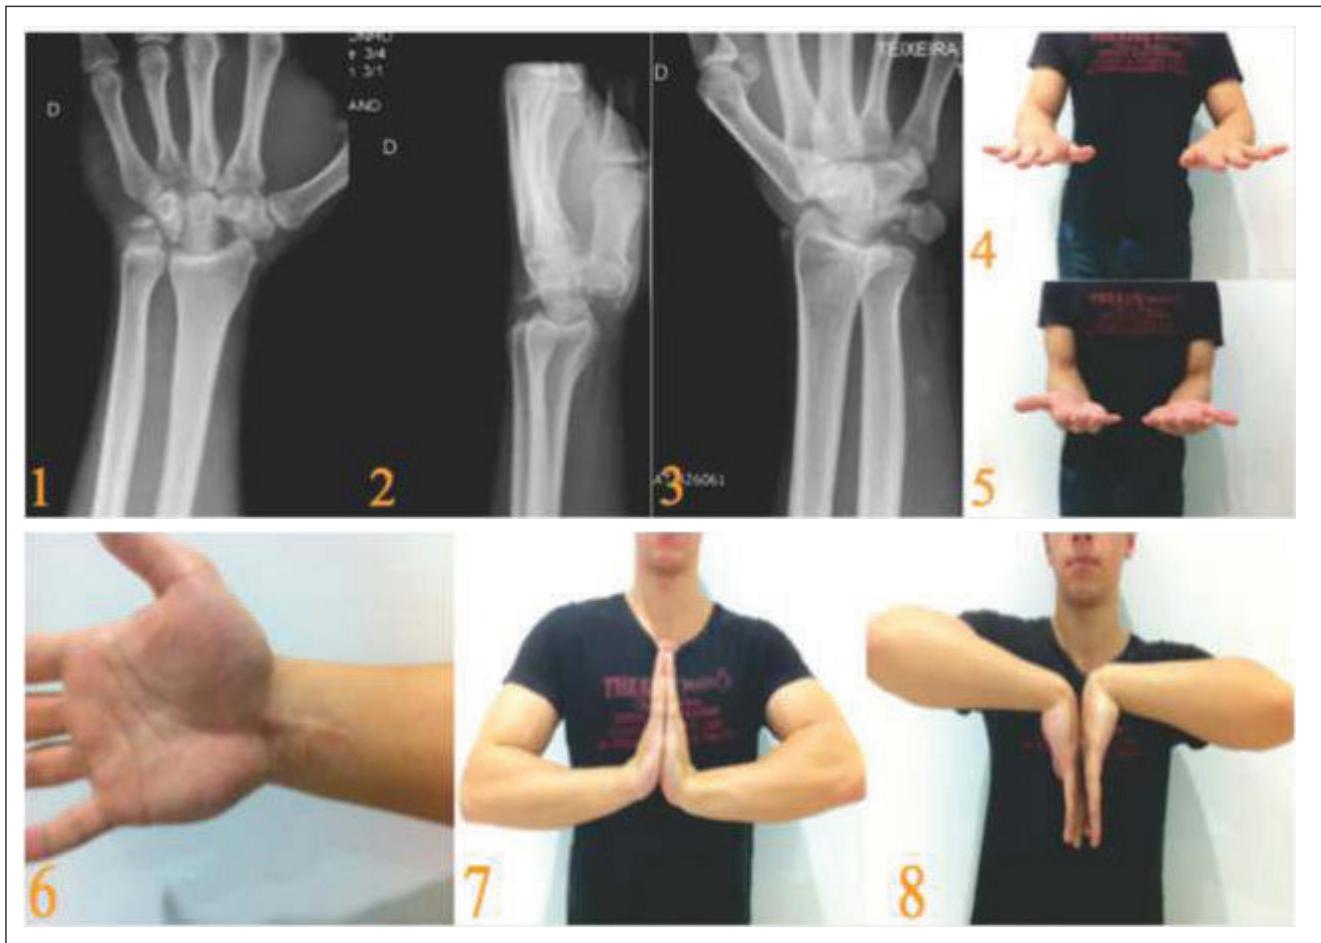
Seguimento de 1 ano e 4 meses, 4.1. Radiografia anteroposterior., 4.2. Radiografia em perfil, 4.3. Radiografia obliqua,. 4.4. Pronação, 4.5. Supinação , 4.6. Imagem da cicatriz volar, 4.7. Extensão , 4.8 Flexão.
